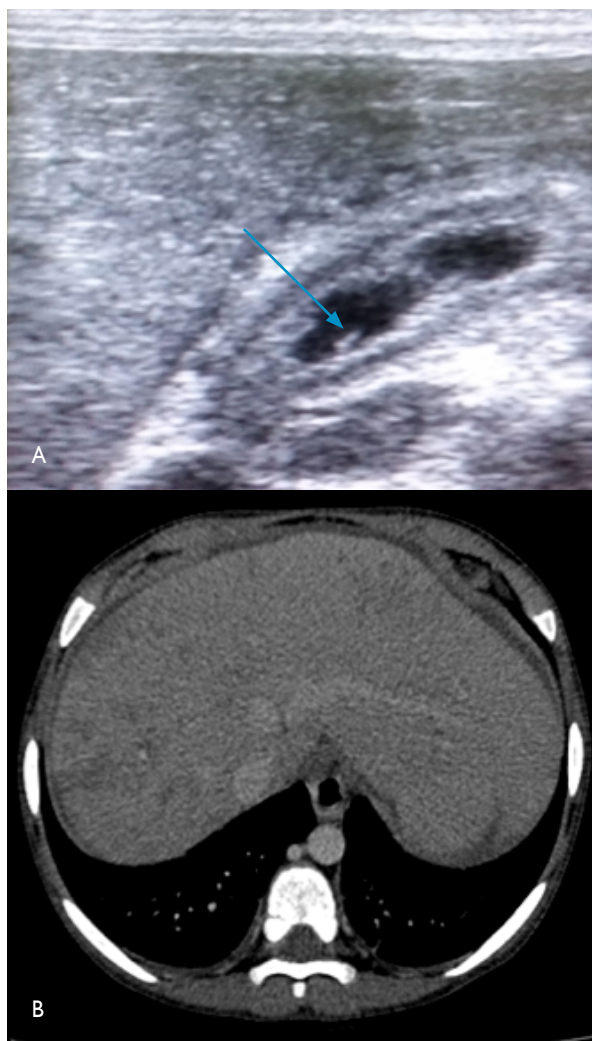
A) Ecografía hepática: vesícula biliar de paredes engrosadas, con presencia de imagen fusiforme ecogénica intravesicular (flecha). B) Tomografía contrastada muestra áreas nodulares hipodensas mal definidas, serpentiginosa a predominio subcapsular.
